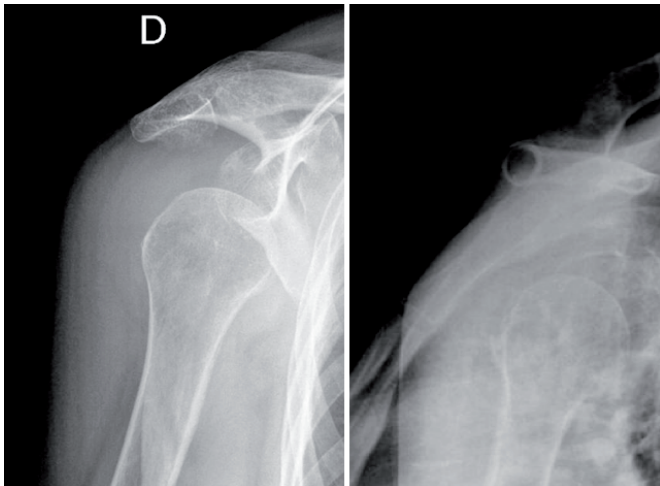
Se muestran dos imágenes de radiografía simple, la primera AP y la segunda transtorácica, ambas de la articulación glenohumeral derecha. Se observa una subluxación de dicha articulación, porque se ve el "signo de la semiluna", lo que nos indica que no está completamente luxada, porque hay un leve contacto de la cabeza humeral con la cavidad articular de la escápula.
